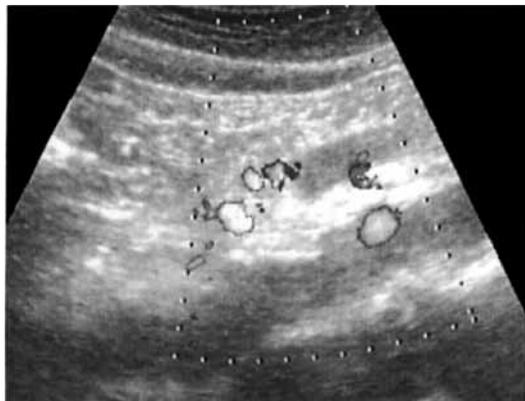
Case 4: Ultrasonography showed decreased flow of SMA (left) and CT showed dissection of SMA (right).
